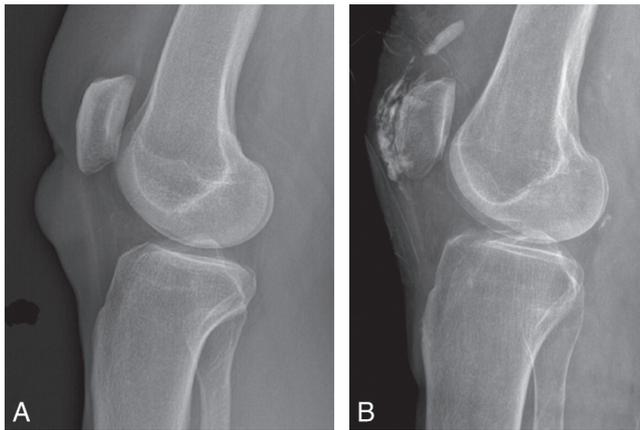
Hygroma de genou – radiographies de profil.
